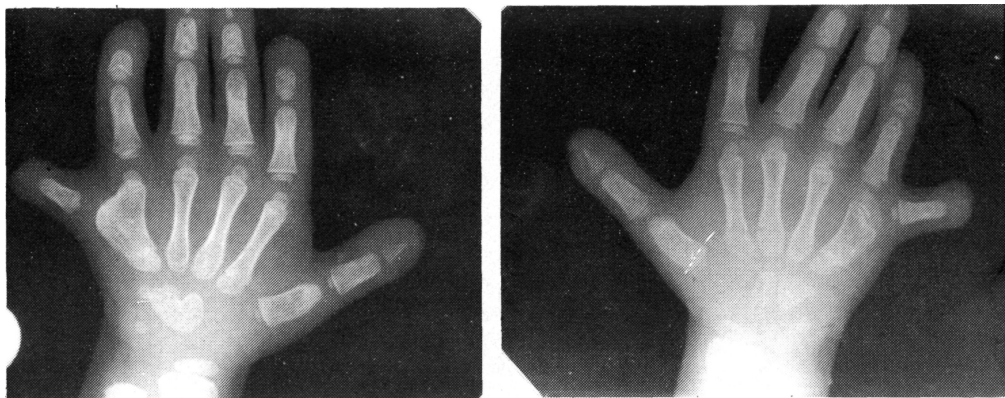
A y 1 B. — Radiografía proyección anteroposterior donde se observa la polidactilia, fusión laterolateral de V y VI metacarpianos, fusión de hueso grande y ganchoso y la anormal osificación de las falanges distales.
